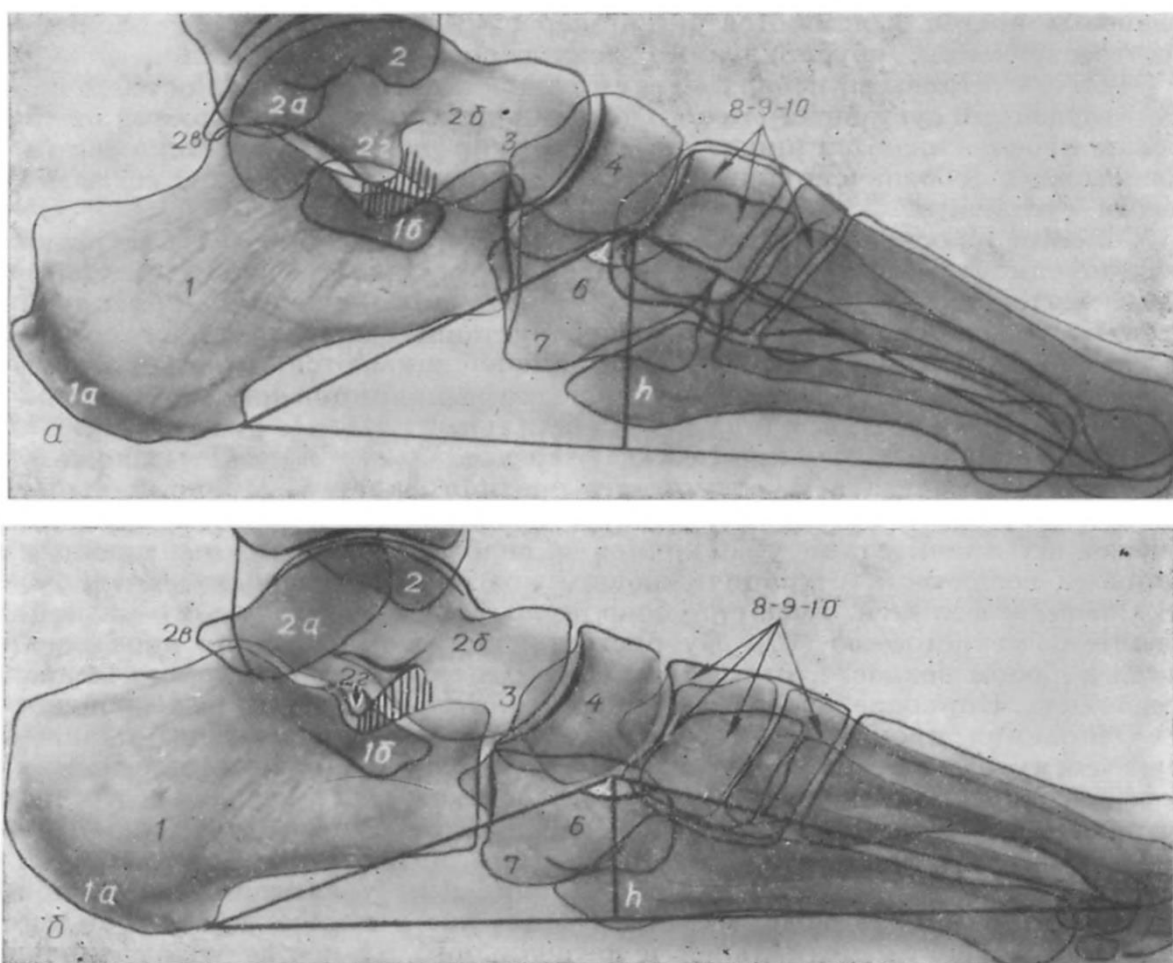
Рентгенограмма стопы в боковой проекции (*a* — обычный свод, *b* — плоскостопие).
